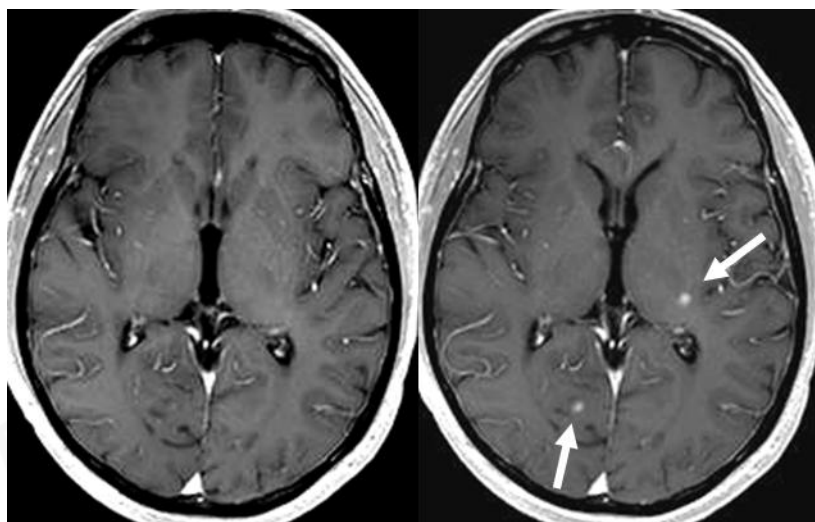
RM cerebral con secuencias ponderadas en T1 con contraste en paciente con EM. La imagen de la derecha se obtuvo tras la administración de una dosis simple de contraste (0,1mmol/kg de peso) y la de la izquierda tras una dosis doble (0,2mmol/kg de peso). Obsérvese el incremento en la sensibilidad en la detección de lesiones activas con el uso de doble dosis (flechas).
